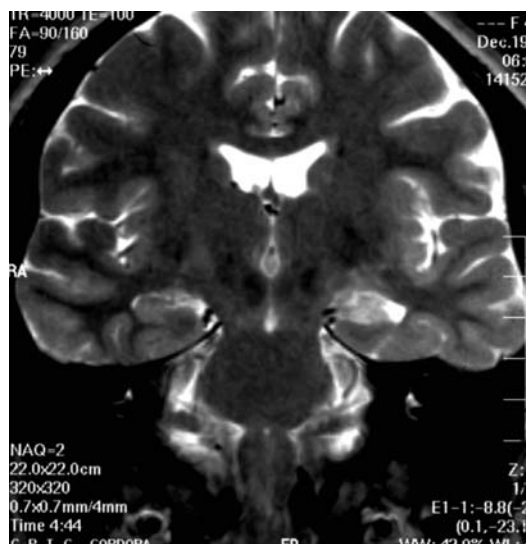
RMN de encéfalo, corte coronal, secuencia FSE ponderada en T2: Se muestra la atrofia e hiperseñal del hipocampo izquierdo.
